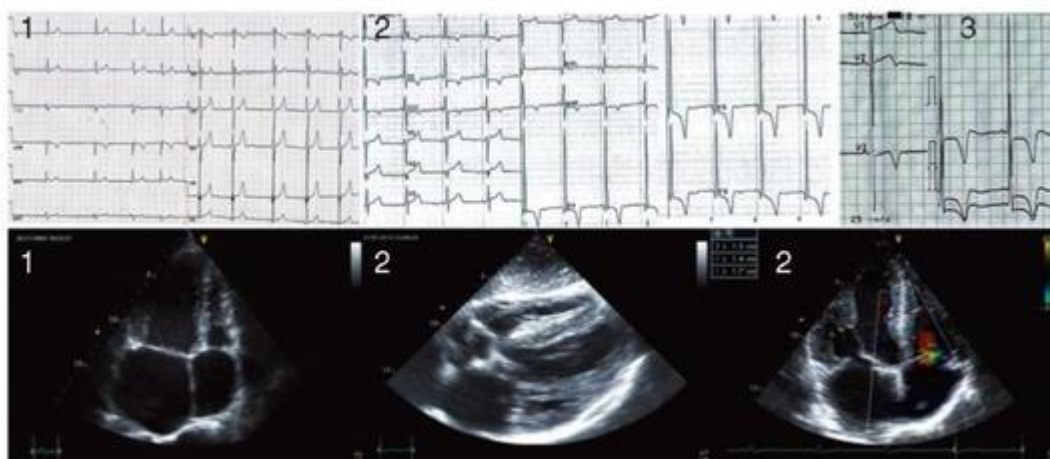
ЭКГ и эхокардиограммы первого (34 года), второго (53 года) пациентов и третьей пациентки (51 год) с болезнью Фабри. ЭКГ: скорость записи - 25 мм/с, вольтаж - 10 мм/мм. Выраженные амплитудные критерии гипертрофии левого желудочка без снижения вольтаж в стандартных отведениях, с формированием глубоких отрицательных зубцов *T* у старших больных (2 и 3); мелковолновая форма мерцательной аритмии (1). При ЭхоКГ - выраженная дилатация предсердий при минимальной степени гипертрофии левого желудочка (1); диффузная гипертрофия и неоднородность миокарда левого и правого желудочков, выраженное утолщение межжелудочковой перегородки (17 мм) и трикуспидальная регургитация при умеренной дилатации предсердий (2)
